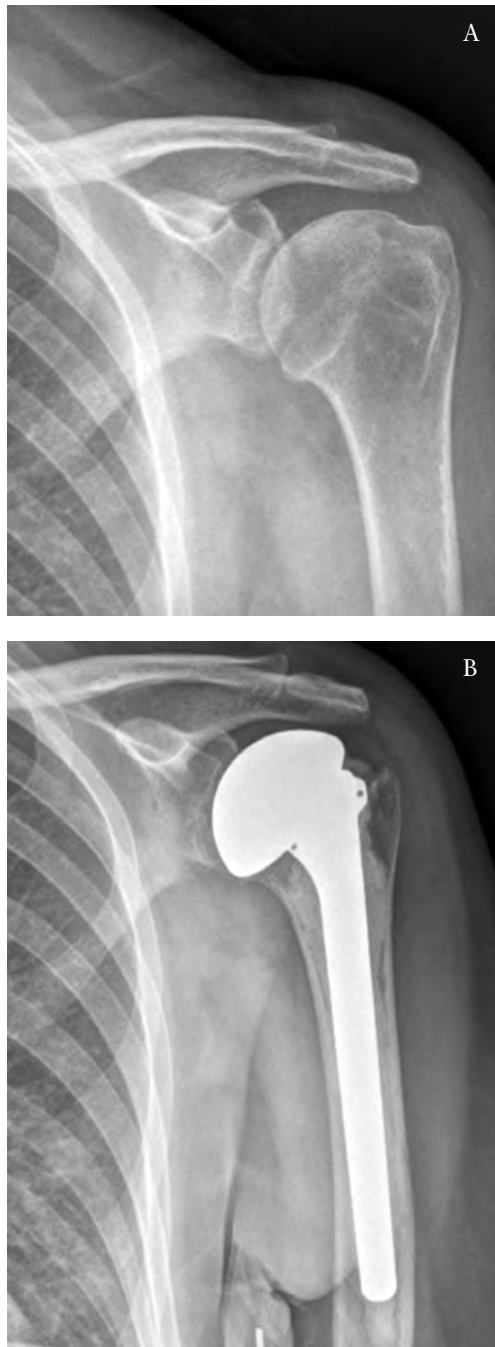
Radiografía a) pre y b) postoperatoria.
